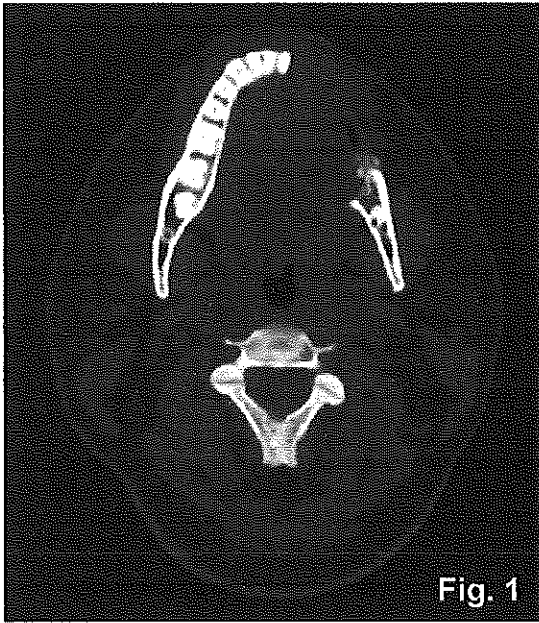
Tomografía computarizada en un corte axial donde se evidencia el patrón osteolítico de la lesión. Fig. 2 Reconstrucción en 3D donde se aprecia el hueso residual del cuerpo mandibular y anodoncia en el mismo sector
